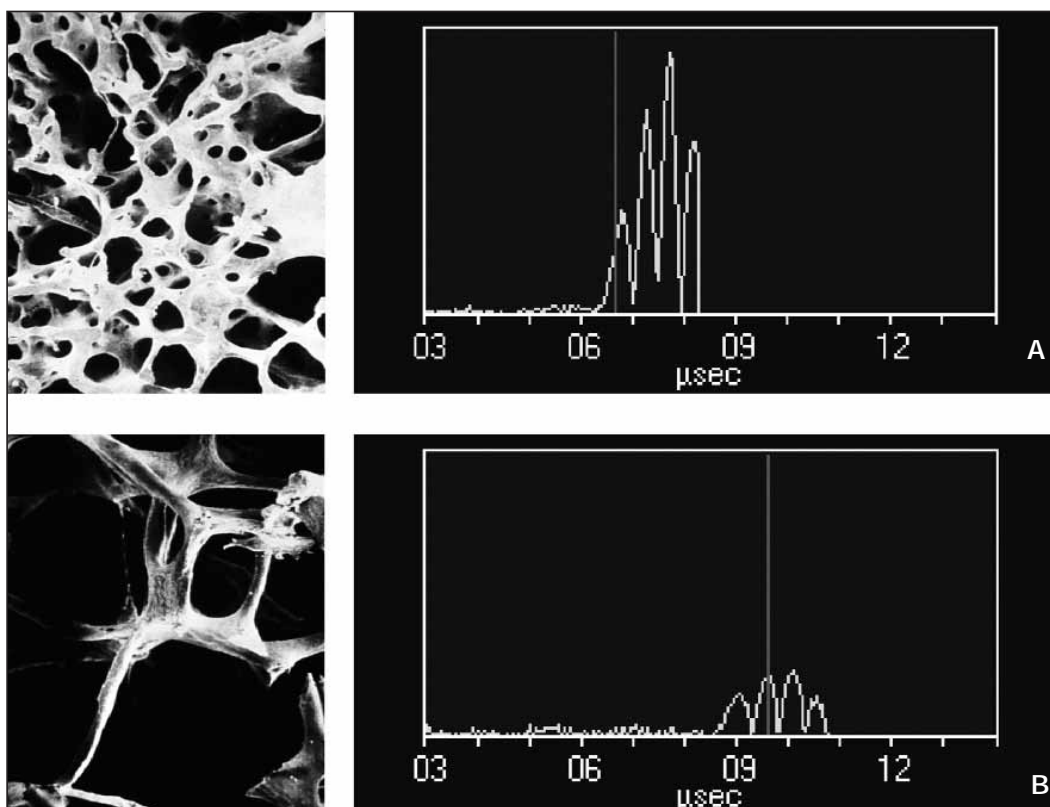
Esempi di segnale ultrasonoro propagato attraverso un osso normale (A) e un osso osteoporotico (B).
